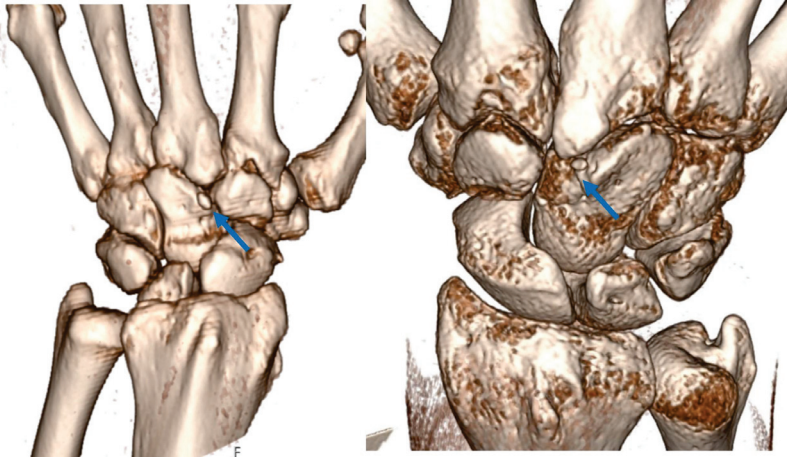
Os styloideum çeşitli hastalarda 2D ve 3D BT görüntüleri
